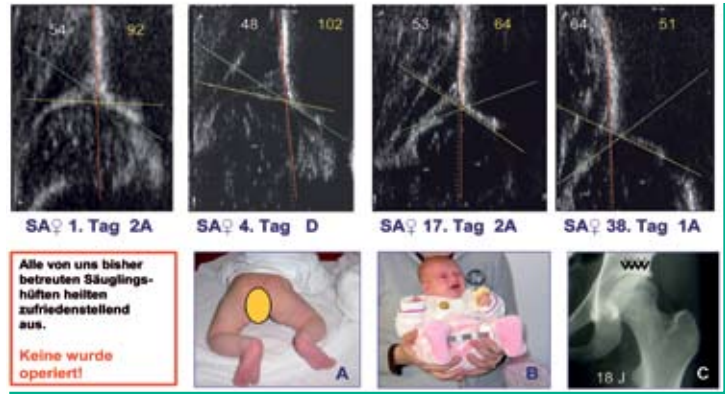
Sonogramm einer instabilen Hüfte Typ 2A am
